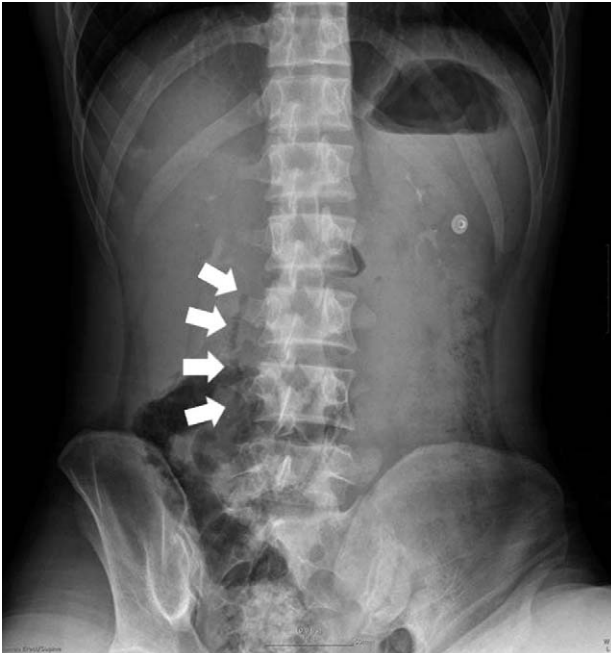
Simple abdomen X-ray shows a suspected retroperitoneal gas (white arrows).
